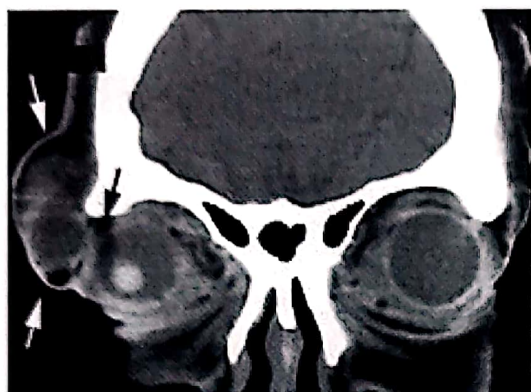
P.R., 42 ani. Chist dermoid temporoorbital drept. CT coronal, fără contrast. Tumoră chistică, dislocarea globului ocular.
